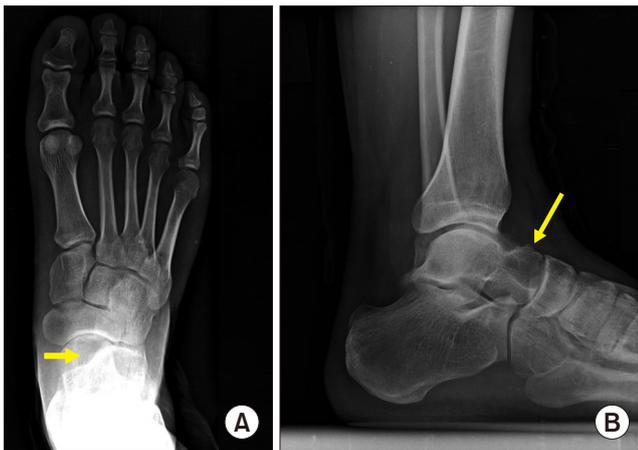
Preoperative standing foot anteroposterior (A) and lateral (B) radiographs present well circumscribed osteolytic lesion (arrows) with a sclerotic rim involving talo-navicular joint in the talar head.
